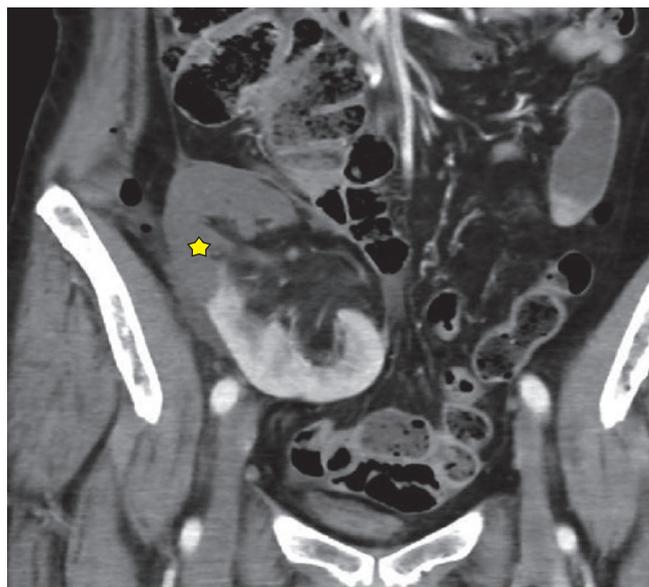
МСКТ-ангиография (MPR-, VRT-реконструкции). Определяется окклюзия одной из артерий почечного трансплантата (стрелка) с формированием обширного участка гипоперфузии (инфаркта) почки (звездочки)
